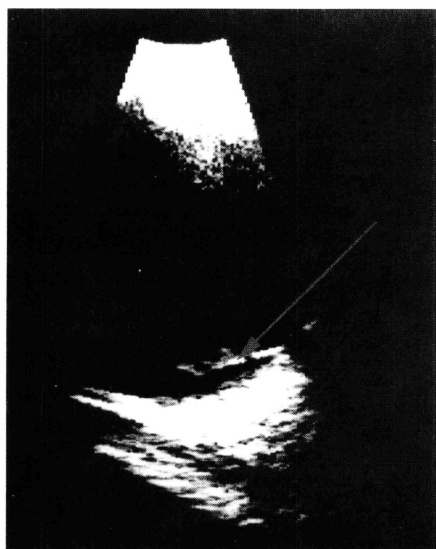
Olho Esquerdo: Ecografia B (caso 11) mostrando descolamento parcial do vítreo posterior em forma de concha (seta), por sobre o polo posterior.
